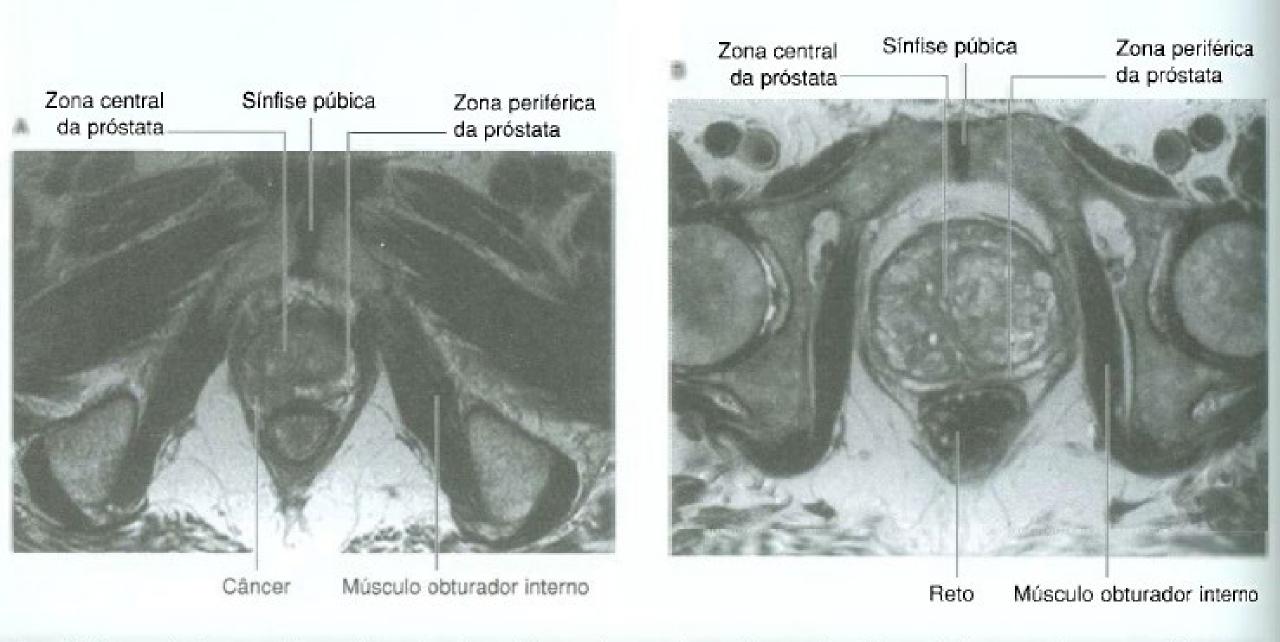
Ressonância magnética axial ponderada em T2 com imagens de problemas da próstata. A. Pequeno câncer prostático na zona periférica de uma próstata de tamanho normal. B. Hiperplasia benigna da próstata.
